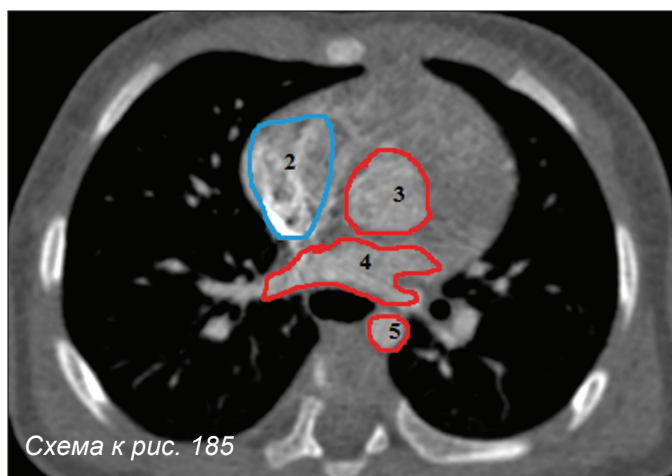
КТ-ангиография, аксиальные срезы. Тетрада Фалло
